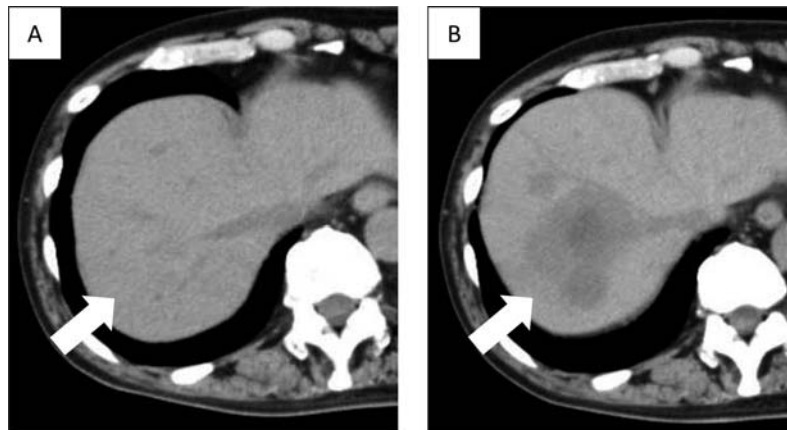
Abdominal computed tomography of the liver metastases (arrow). A-The shrinkage after ADT. B-The progression after the administration of docetaxel.
